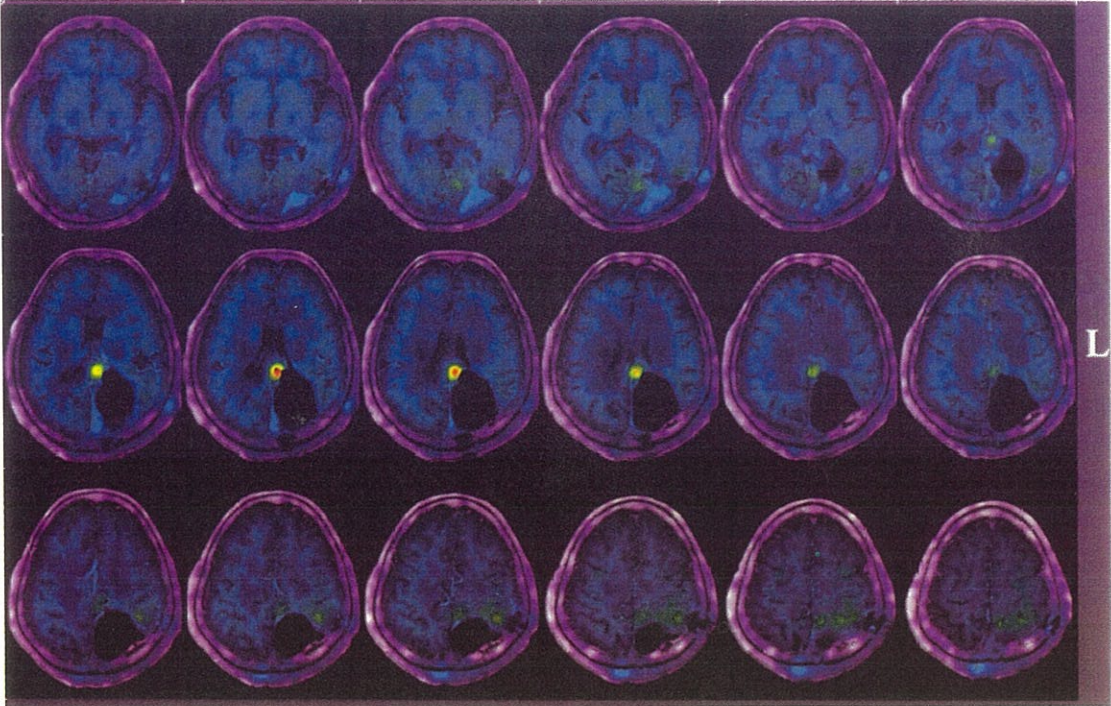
術後メチオニンPET: 脳梁に異常高集積が認められる
